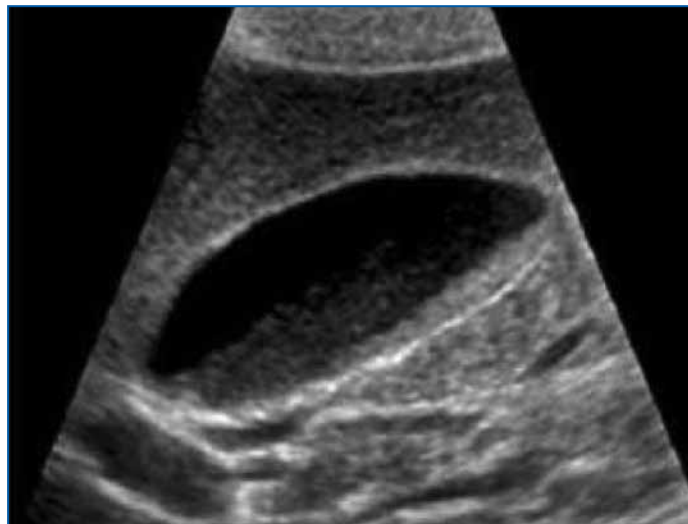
Данные УЗИ ОБП пациента В., 45 лет, при обращении: БС в виде эхонеоднородной желчи с наличием сгустков
